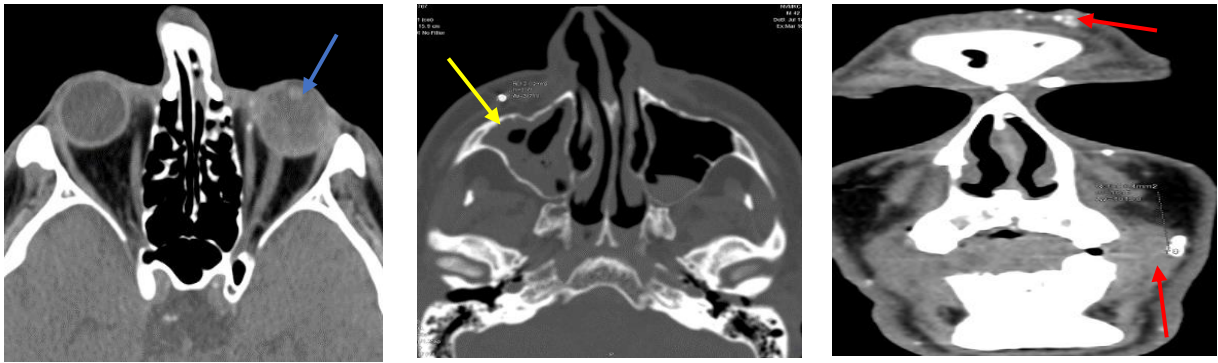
Солдат Х. ВТ. ЗЧМТ, гемофтальм лівого ока, сторонні тіла м'яких тканин обличчя та голови. МДКТ головного мозку, черепа діагностовано гемофтальм ліворуч, щільність 48 од. НУ (голуба стрілка), гемосинус праворуч, щільність 32 од. НУ (жовта стрілка), як результат вибухової хвилі, яка спричинила контузію середовища лівого ока та максиллярних синусів. СТВП, осколки м'яких тканин обличчя, голови, щільність 1946 од. НУ (червона стрілка), що відповідало рентгенівській щільності осколків пластикового корпусу протипіхотних фугасних мін
